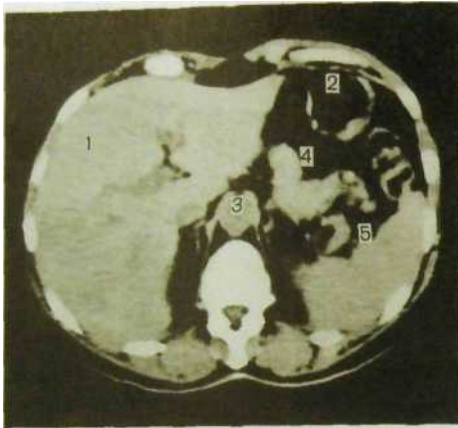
128. Компьютерная томограмма нормальной печени.
